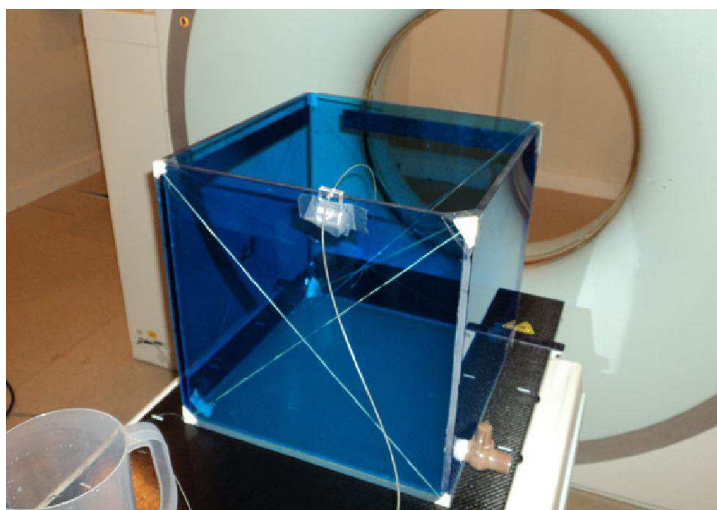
Fantoma cúbico de acrílico sendo tomografado
